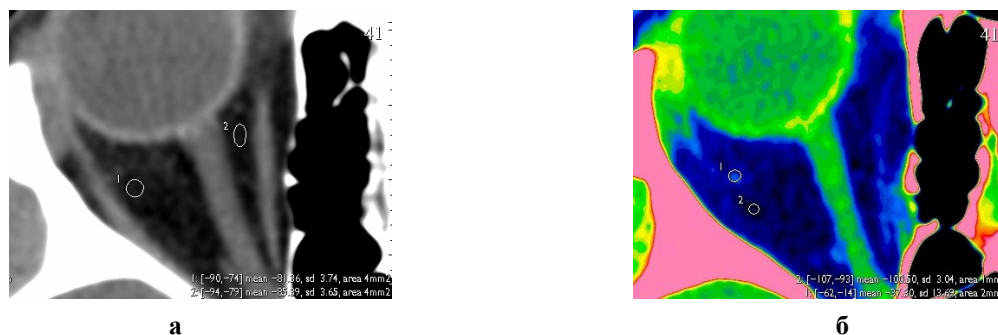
КТ-изображения орбиты в аксиальной проекции, нативное (а) и в протоколе Palette (rainbow) (б). На нативных изображениях ретробульбарная клетчатка выглядит однородной, плотность ее $-81 \div -100$ HU; при использовании протокола Palette ретробульбарная клетчатка темно-синего цвета, рентгеновская плотность ее соответствует норме, в латеральном отделе ее виден мелкий участок фиброза; стадия перехода в фиброз
